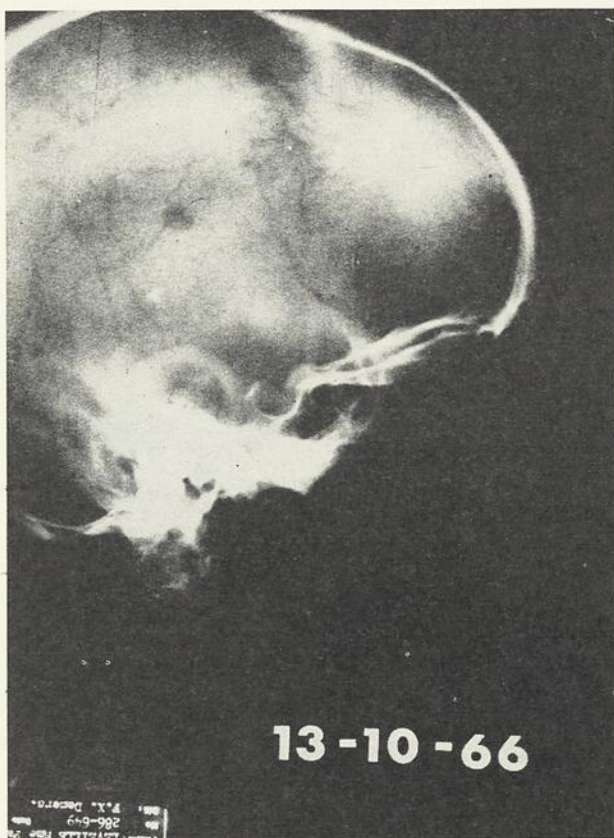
Radiographie du crâne, le 13 octobre 1966.
